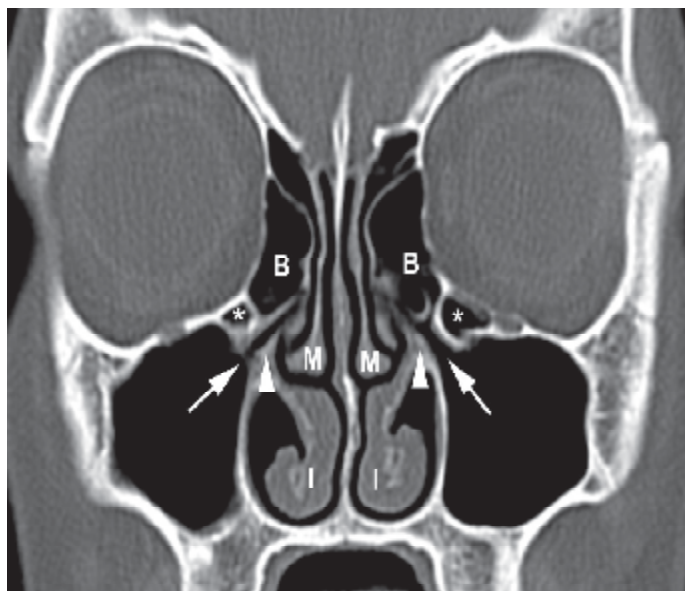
TDM coupe coronale : montrant l'anatomie normale des fosses naso-sinusiennes : ostium maxillaire (flèches), apophyse unciforme (pointes de flèches), bulle ethmoïdale (B), cornet moyen (M), cornet inférieur (I), cellules ethmoïdales sous-orbitaire ou cellules de Haller (astérisques)[4].
